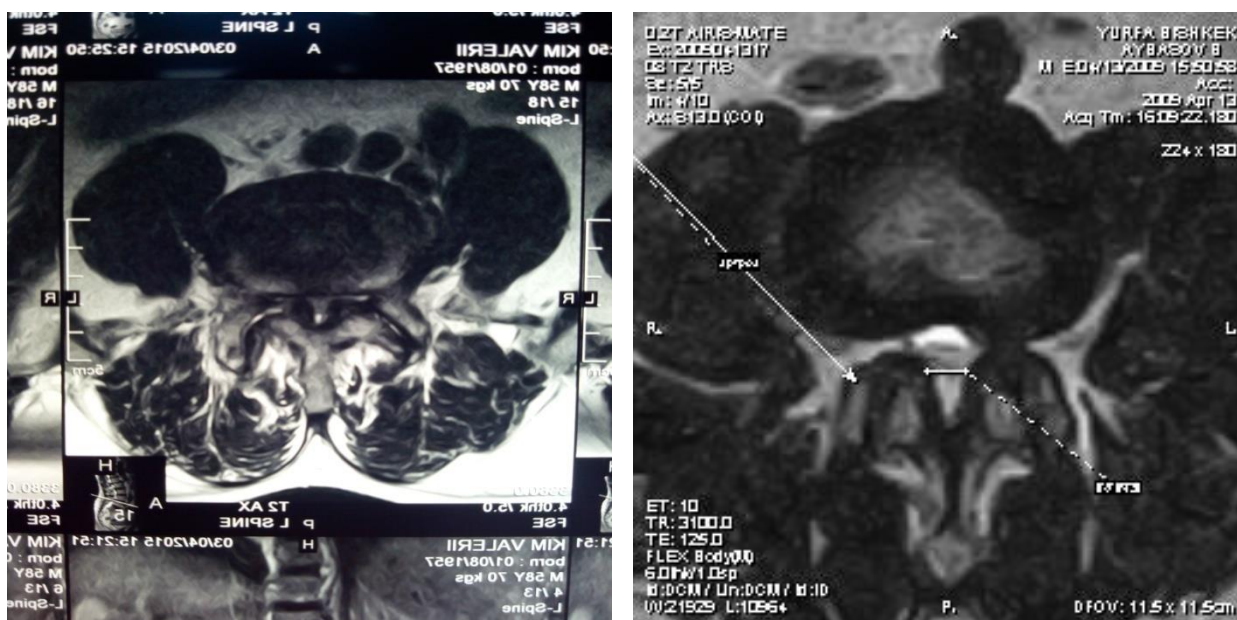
МРТ: ГМПД L4-L5; L5-S1 (а) и МРТ: медиальная ГМПД (б)
